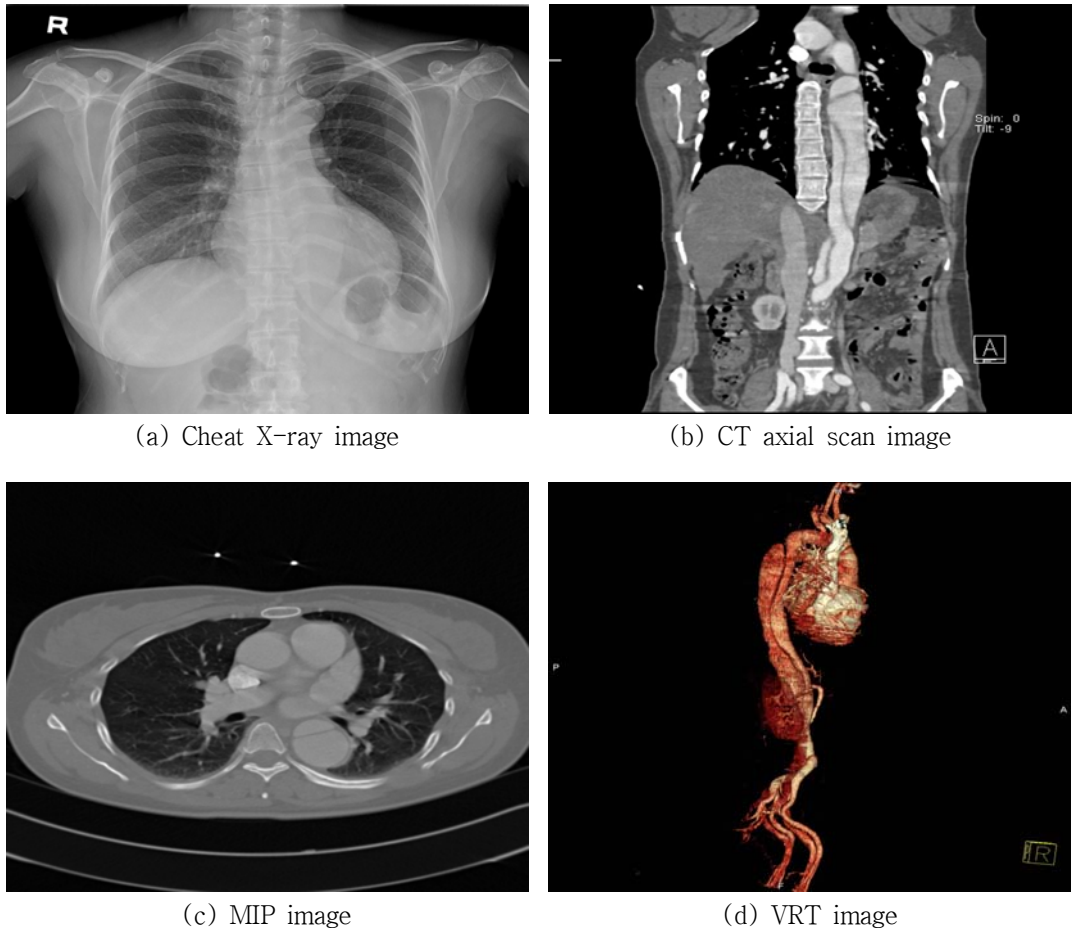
The patient of aortic dissection by general X-ray(a) and CT image(b~d)
